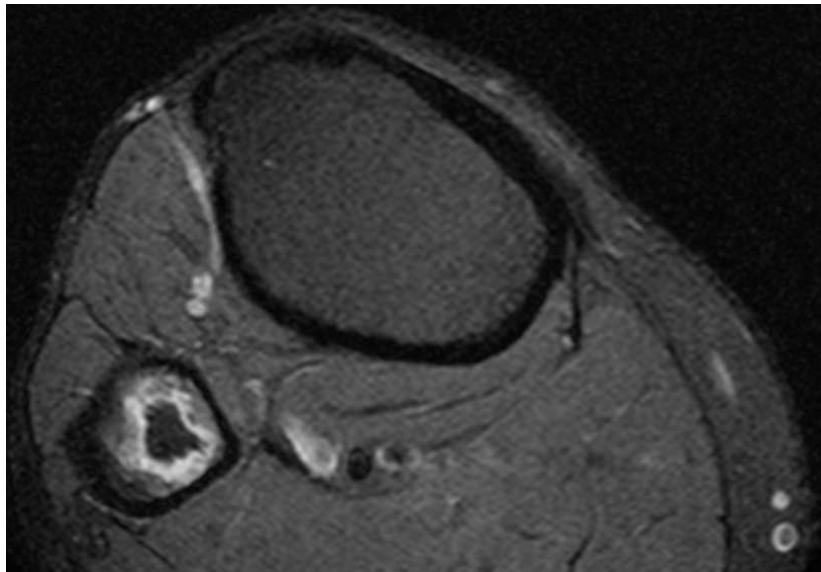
Étendue lésionnelle focale avec atteinte systématisée d'un seul territoire vasculaire. Coupes IRM coronale (haut) et axiale (bas) en pondération DPFS mettant en évidence une ostéonécrose systémique de l'extrémité proximale de la fibula correspondant à une atteinte vasculaire systématisée au territoire des artères géniculée inférieure latérale (AGIL) et récurrente tibiale postérieure (ARTP).
